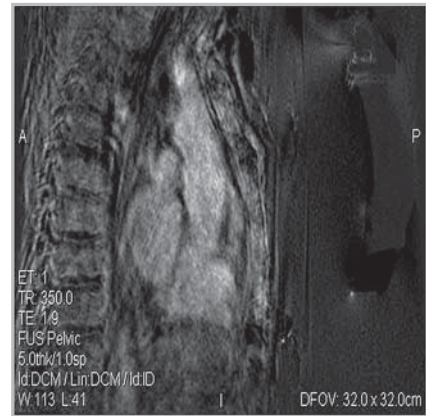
Магнитно-резонансная томография, сагиттальная проекция T1ВИ, контрастное усиление, режим вычитания. Стрелкой обозначена зона сниженного накопления парамагнетика, что говорит об отсутствии перфузии контрастного препарата в результате возникновения локального термического некроза.
